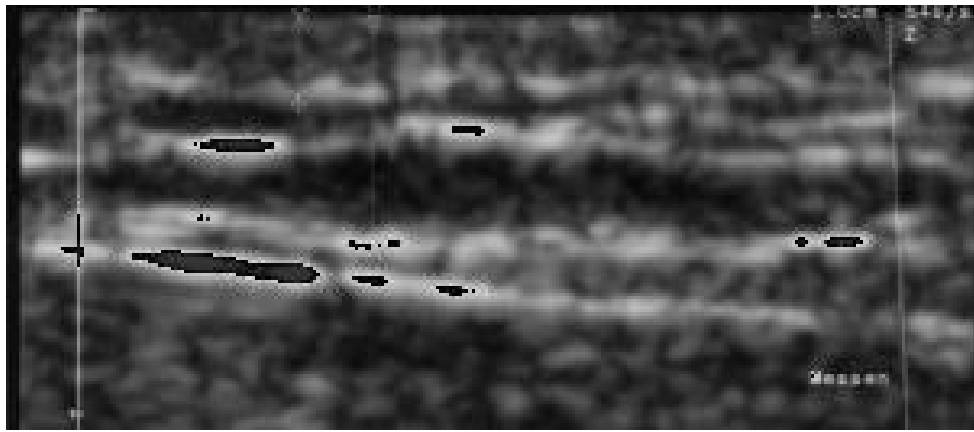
B-Modus-Darstellung der normalen Haut in der 12-MHz-B-Modus-Sonographie.
